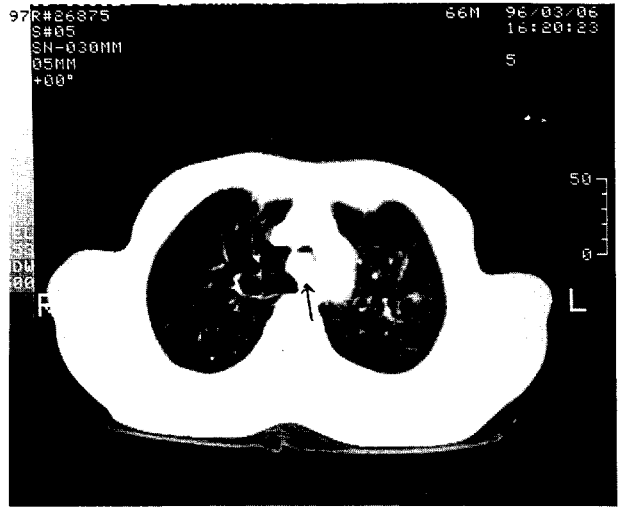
Preoperative chest CT. A well defined lobulated tumor is seen in trachea at the level of aortic arch (arrow).
